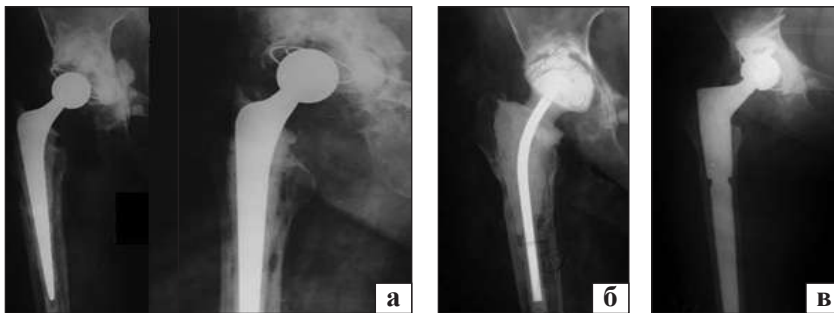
Пацієнтка Г. Рентгенограми «до» та «після» оперативних втручань: перипротезна інфекція правого кульшового суглоба (а); стан після ревізійного втручання та встановлення металоцементного спейсера (б) та після ревізійного ендопротезування (в)
